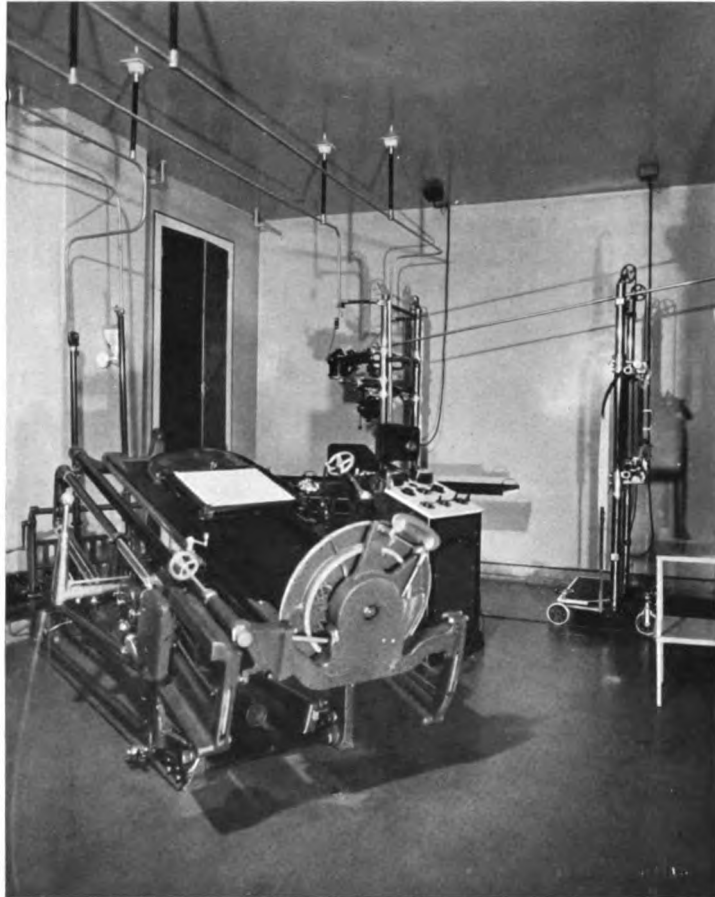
HÔPITAL NOTRE-DAME. UNE PARTIE DE LA SALLE DE RADIOGRAPHIES SPÉCIALES.
